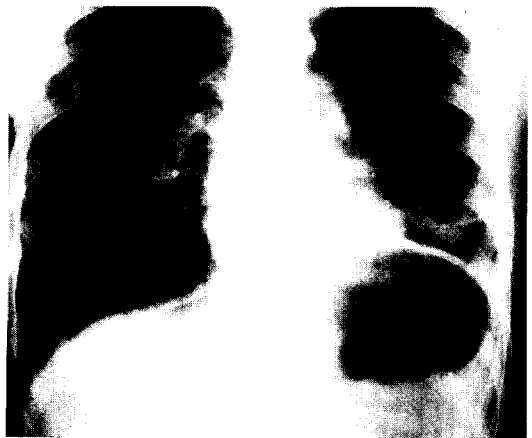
Frontal chest radiograph taken on postoperative period
